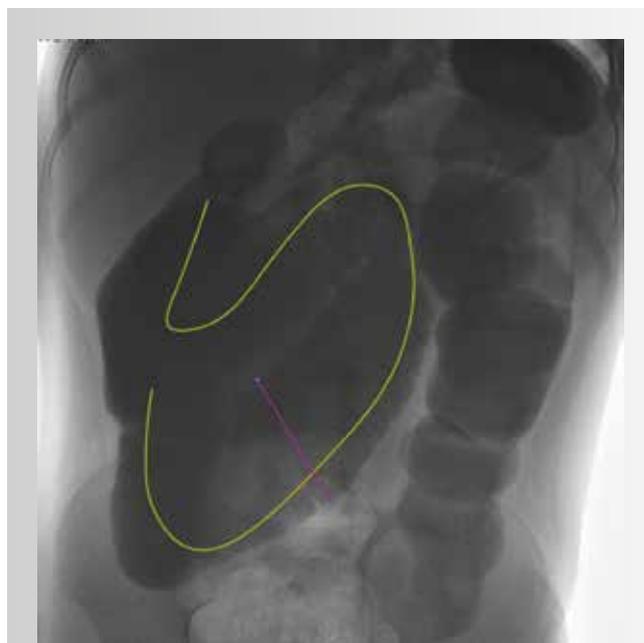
Рентгеноконтрастное исследование органов брюшной полости у пациента с синдромом короткой кишки
